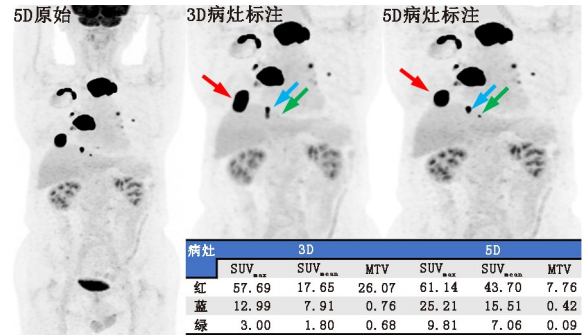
甲状腺滤泡癌多次复发,伴有肺内及颈部淋巴结转移患者(男,70 岁)<sup>18</sup>F-FDG PET 最大密度投影(MIP)图。可见右肺肺底有 3 处转移灶浓聚,按病灶大小依次以红、蓝、绿色箭头标注,各病灶三维(3D)与五维(5D)代谢参数如图中表格所示。MTV 为肿瘤代谢体积,单位为 cm<sup>3</sup>
